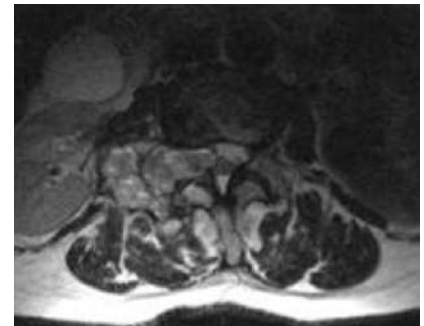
Olgu 1'in görüntüleri. (a) Foramene uzanan ve laminanın ön korteksine hasar veren litik lezyonun aksiyel BT taramasındaki görünümü. (b) Aynı lezyonun T2 ağırlıklı aksiyel MRG'sinde kistik lezyon içinde tipik sıvı-sıvı seviyesi veren görüntüsü.
